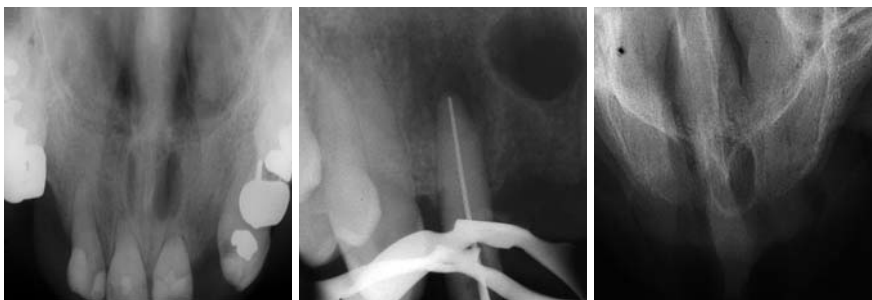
Oberkiefer-Aufbissröntgenbild bei einem 63-jährigen Patienten mit zunehmenden Beschwerden im Gaumenbereich. Es imponiert eine ovale Osteolyse mit scharfer kortikaler Begrenzung im apikalen Bereich Regio 11 und 21. Das Nasenseptum projiziert sich in die Osteolysezone. – Abb. 2: Einzelröntgenbild bei einem 45-jährigen Patienten mit einem submukösen Abszess Regio 12. Neben einer eher diffusen Osteolyse apikal beim Zahn 12 imponiert eine runde, scharf begrenzte Osteolysezone in Regio 11/21. – Abb. 3: Oberkiefer-Aufbissaufnahme bei einem 84-jährigen zahnlosen Patienten. Es zeigt sich eine ausgedehnte runde, klar begrenzte Osteolyse in Regio 11/21. Die Spina nasalis anterior sowie das Nasenseptum projizieren sich in die Zystenregion und können mitunter einen herzförmigen radiologischen Aspekt verursachen.
